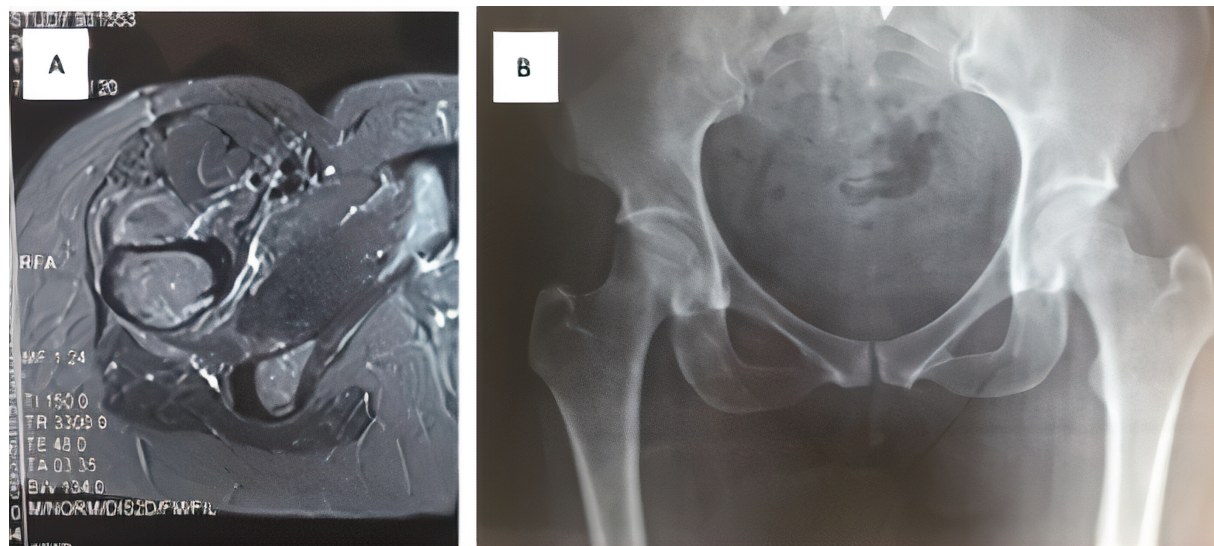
Ressonância nuclear magnética (A) e radiografia (B) com evidente melhora do edema no músculo quadrado femoral da paciente 4.
